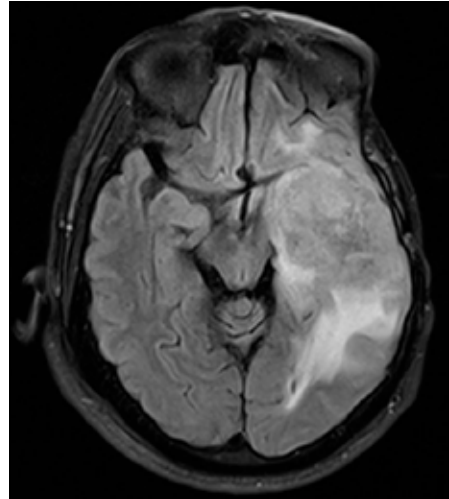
b. FLAIR sekansa kitle hiperintens sinyal özelliğinde görülmektedir.
